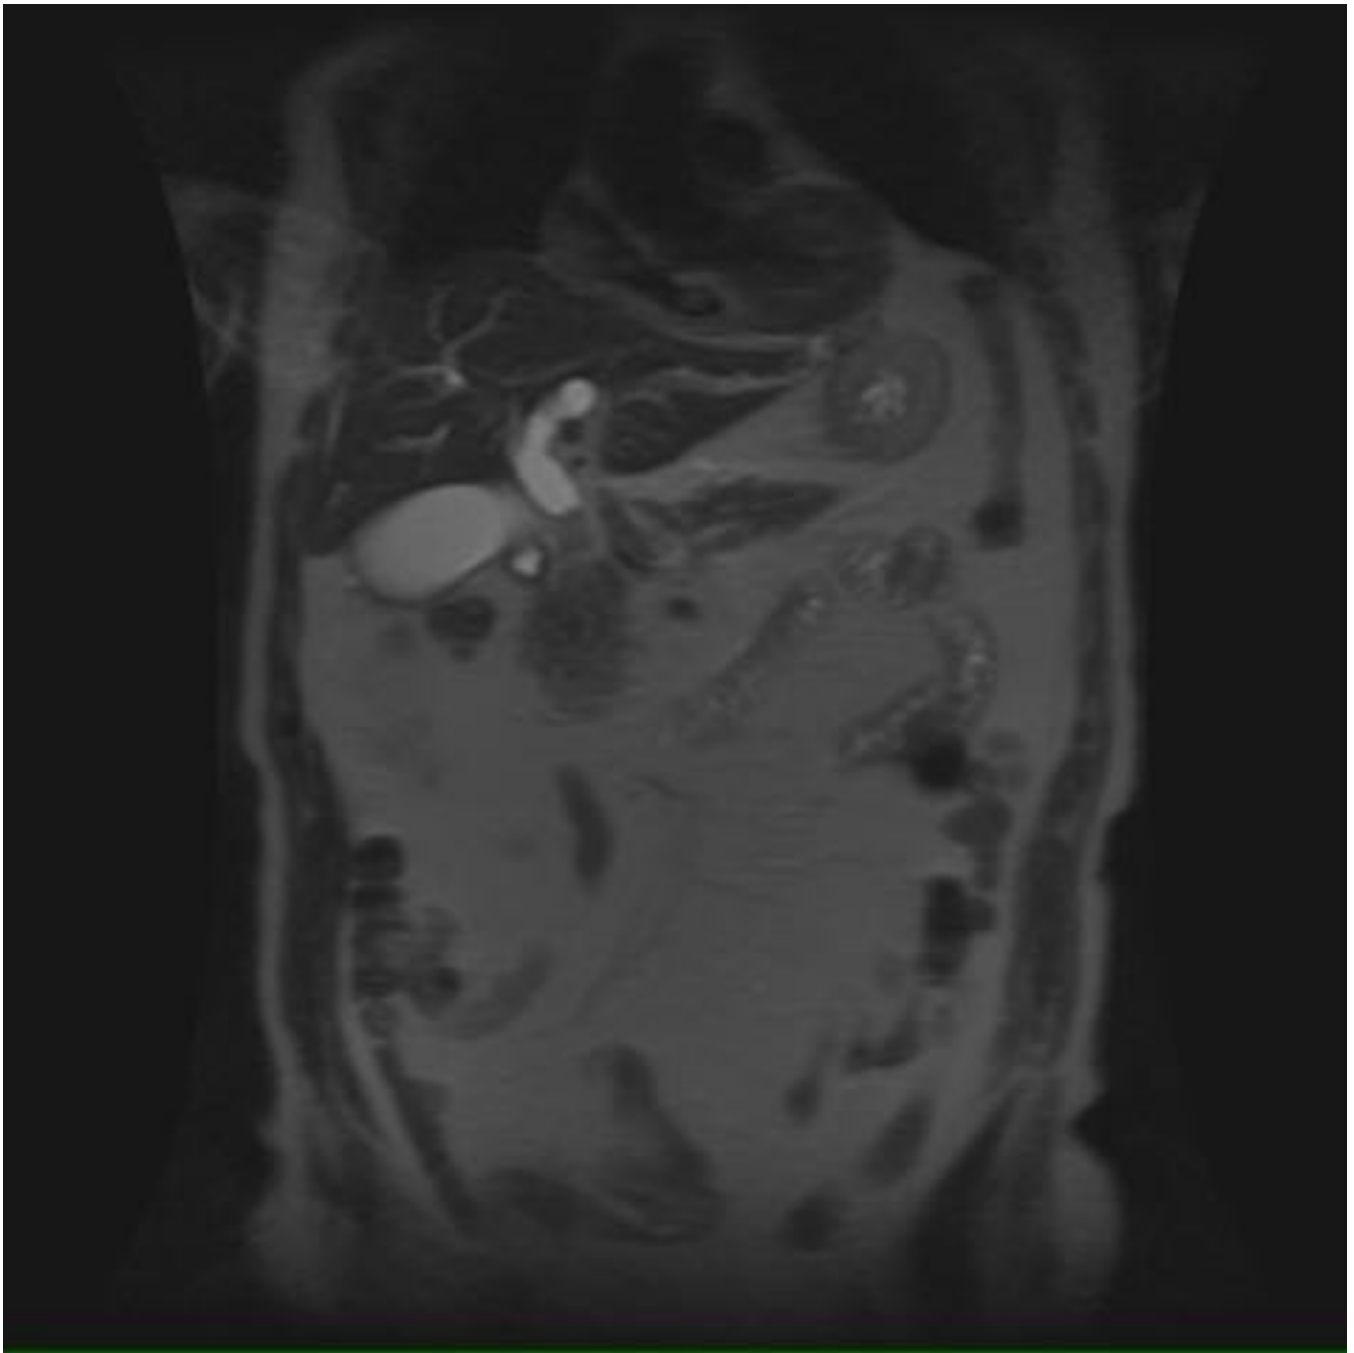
Varón de 75 años con ictericia y pérdida de peso. Secuencias radiales de colangio RM. Se objetiva amputación del tercio medio del colédoco (flecha) con dilatación proximal del hepato-colédoco y dilatación de la vía biliar intrahepática. Colangiocarcinoma extrahepático.
